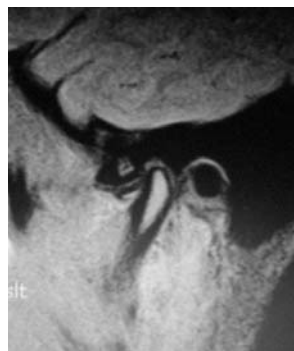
Початок відкривання (МРТ СНЩС).
